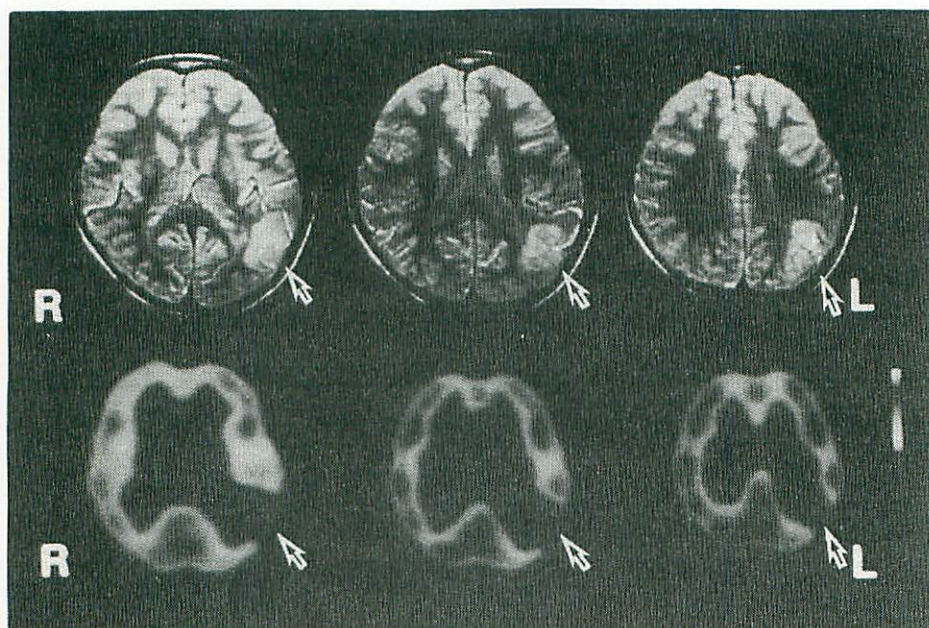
MRIプロトン強調画像(SE TR: 3,000、TE: 22 msec.)とIMP-SPECT早期像。矢印で示したように、左頭頂葉を主体とし側頭葉、後頭葉の一部に高信号域および核種の集積低下を認めた。
